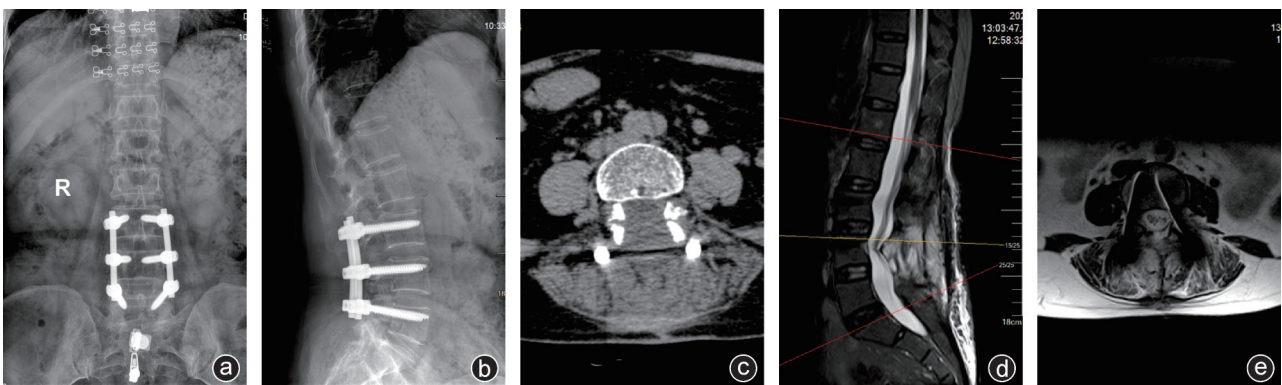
术后影像学资料 a、b:术后2个月X线片可见内固定牢靠,手术区域椎板去除;c:术后2个月CT显示腰椎后方减压彻底,椎管内无明显骨性压迫;d、e:术后2个月MRI可见椎管狭窄解除,脑脊液流畅
